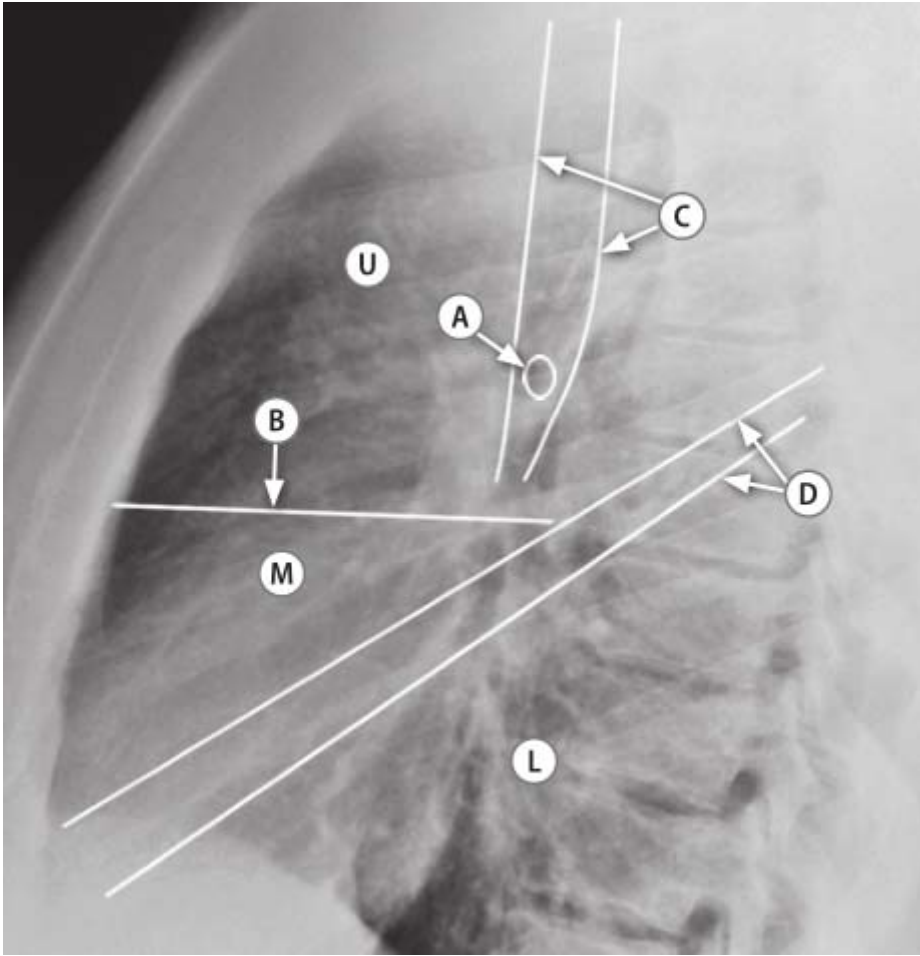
Proyección posteroanterior de radiografía de tórax con cisuras y vías aéreas marcadas. A Posición de la carina.. B Posición de la cisura pulmonar horizontal o menor. C Bordes de la tráquea. D Posiciones de las cisuras pulmonares oblicuas de ambos lados. U Lobos superiores. M Lobo medio y llingula. L Lobos inferiores.
